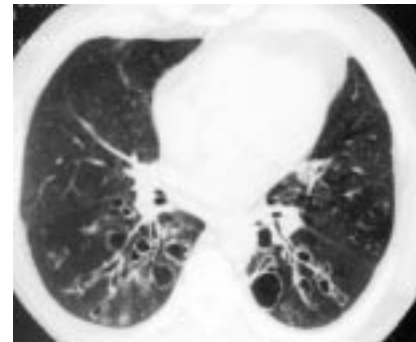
КТ. Мешотчатые бронхоэктазы в нижних долях обоих легких.
